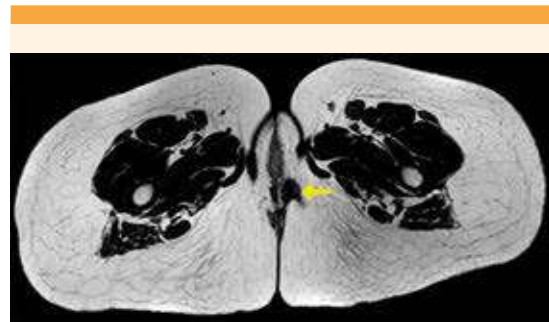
Resonancia magnética pélvica. Imagen pseudonodular (flecha amarilla) hipointensa en T2, de 2x2 cm, de contornos irregulares sin signos claros de infiltración del canal anal.
